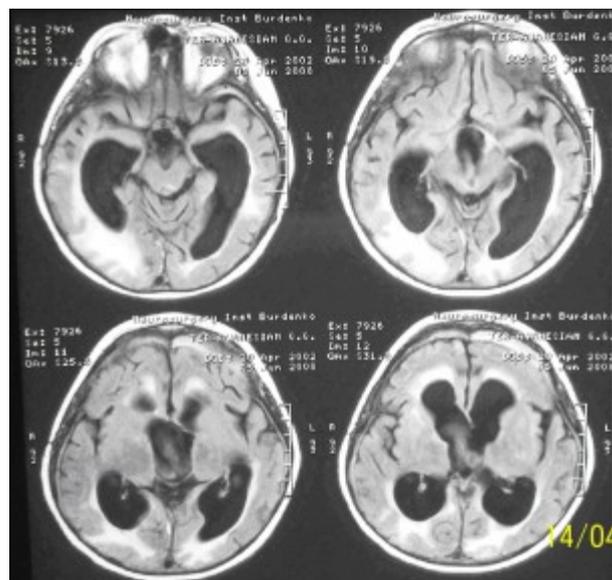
Повторное контрольное КТ исследование ребенка.
